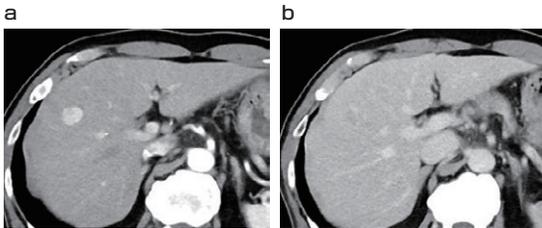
尾側腫瘍 CT所見 a 動脈相 b 遅延相
